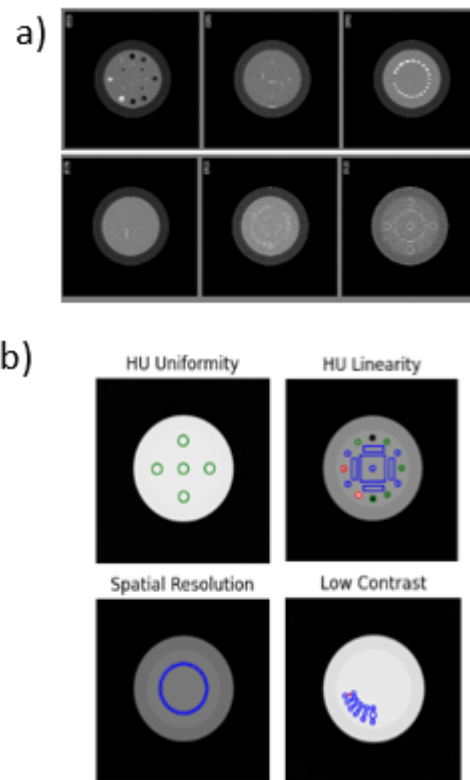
Imágenes analizadas de los diferentes módulos por CT AutoQA Lite (a) y PylinaC (b)
